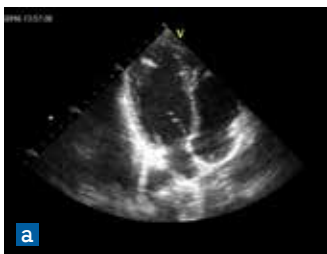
Эхокардиограммы детей подросткового возраста. а) стандартная апикальная 4-х камерная позиция, ребенок 16 лет; гиперэхогенная рабдомиома в трабекуле верхушечного отдела ЛЖ. б) нестандартная верхушечная позиция длинной оси ПЖ, ребенок 14 лет, гиперэхогенная рабдомиома в трабекулах верхушки ПЖ
